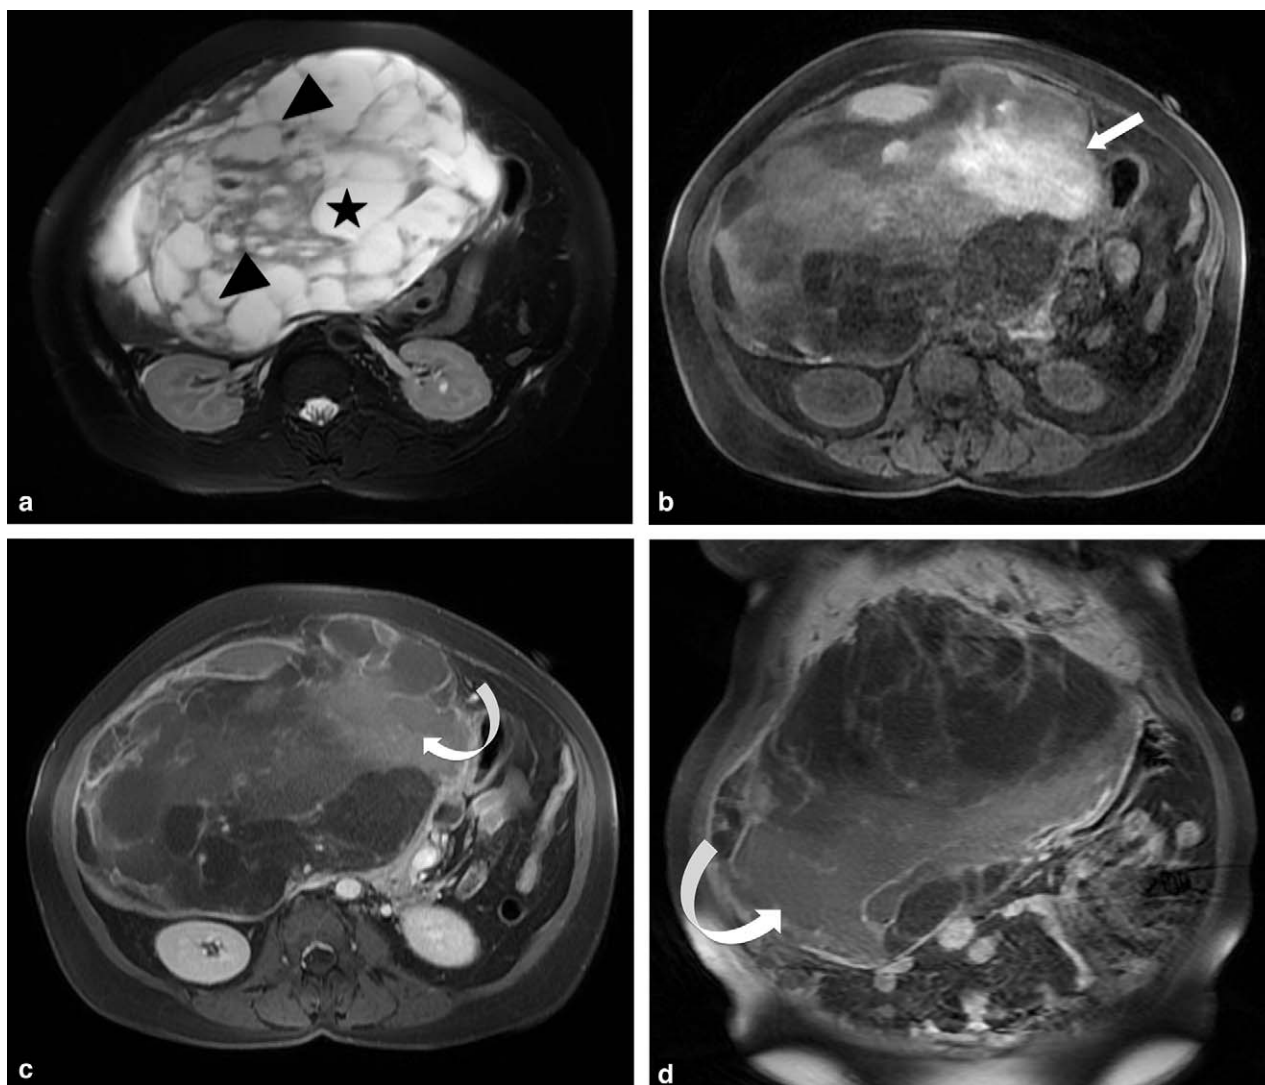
a : IRM coupe axiale FSE T2, tête de flèche : septum, étoile : multiples plages mucoïdes en hypersignal franc intratumorales ; b : IRM coupe axiale 3D EG T1 sans injection de gadolinium, flèche : remaniements hémorragiques spontanément en hypersignal ; c : IRM coupe axiale 3D EG T1 avec injection de gadolinium, flèche courbe : rehaussement tumoral homogène ; d : IRM coupe coronale 3D EG T1 avec injection de gadolinium : flèche courbe : rehaussement tumoral homogène.
